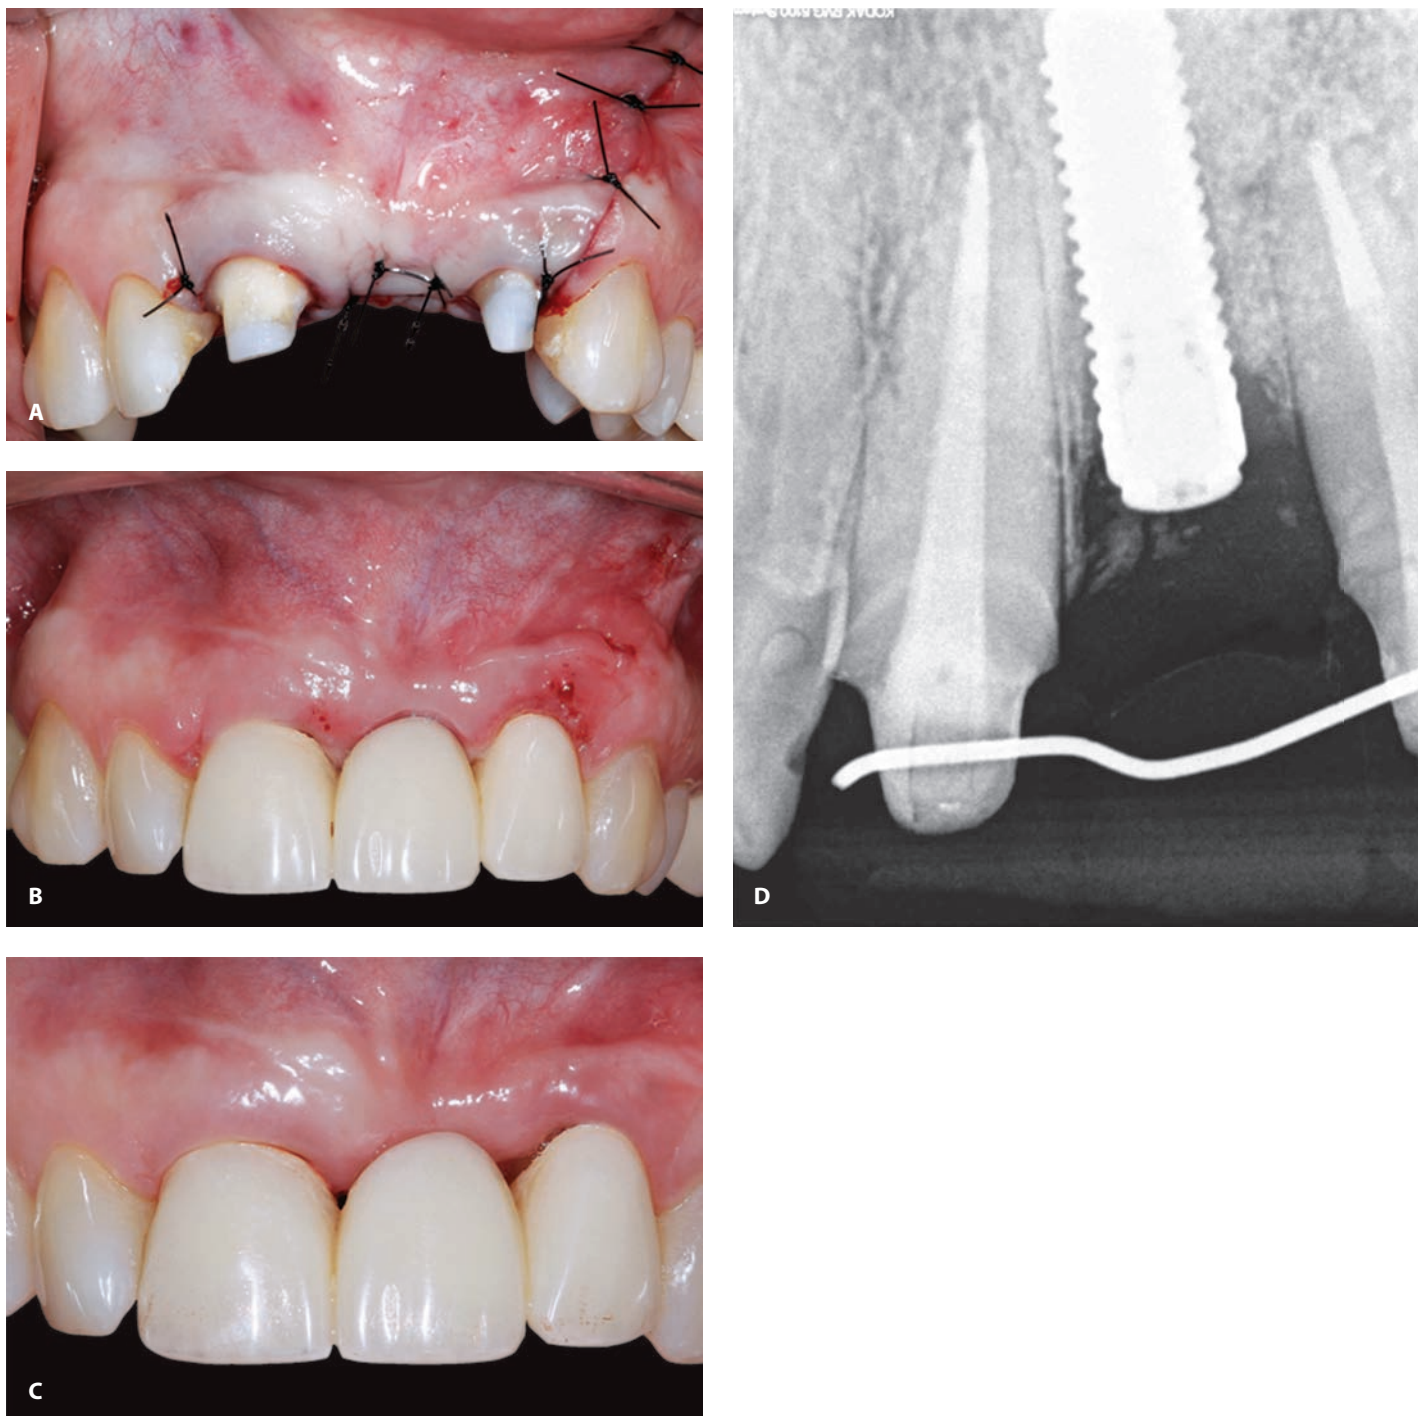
(А) Закрытие раны простым швом, нейлоновой нитью 5-0. Обратите внимание на единственный вертикальный разрез в области зуба 22. (В) Состояние через 10 дней. Обратите внимание на контакт слизистой оболочки альвеолярного гребня с мостовидным протезом. (С) Состояние через 5 мес. Обратите внимание на недостаточность вестибулярного контура в области имплантата на месте зуба 21, а также на улучшение выраженности десневого сосочка между элементами 21 и 22. (D) Периапикальная рентгенограмма после установки имплантата с аугментацией костного дефекта. Обратите внимание на соотношение имплантата и уровня костной ткани прилегающего проксимального костного гребня. Дистальный костный гребень заметно выше.
